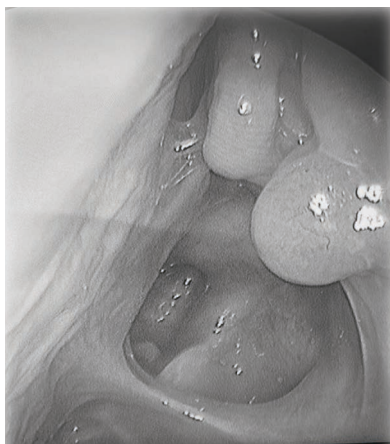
Эндоскопический и МСКТ контроль через 18 месяцев – отсутствие рецидива.
